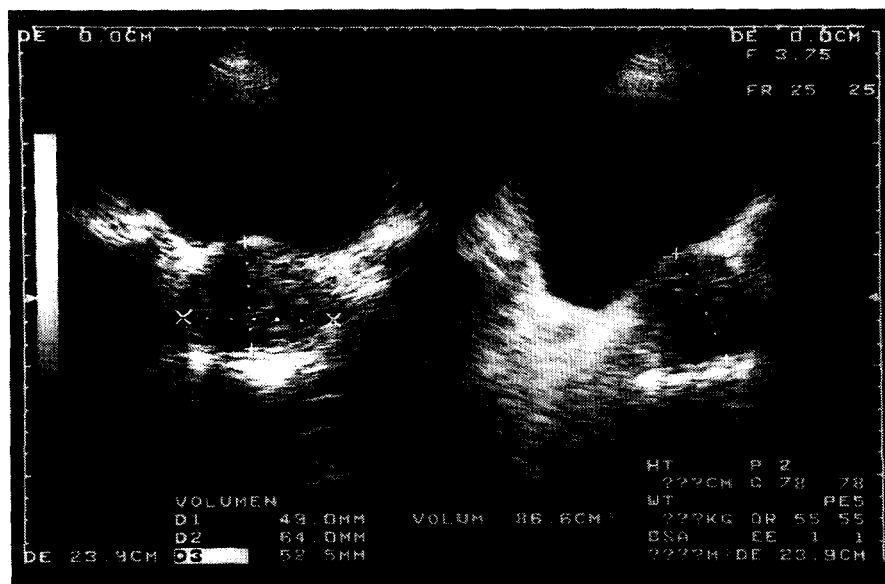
Ecografía vesíco prostática.*
